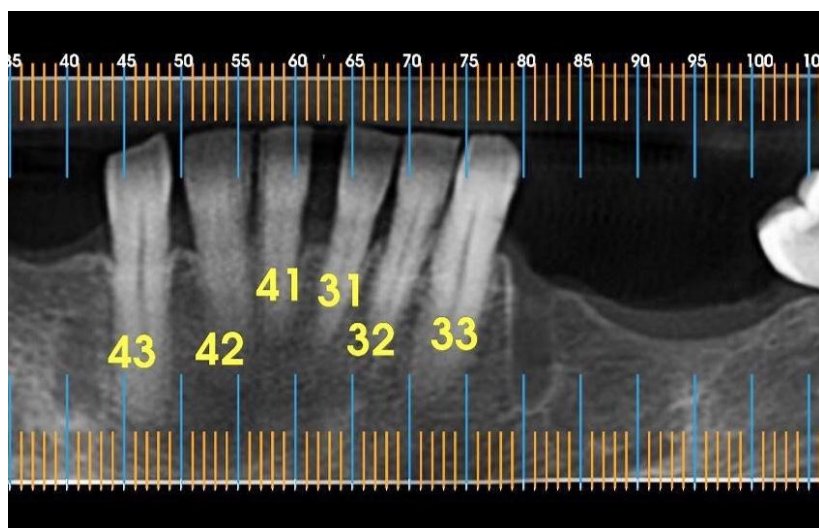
Visão panorâmica da tomografia
